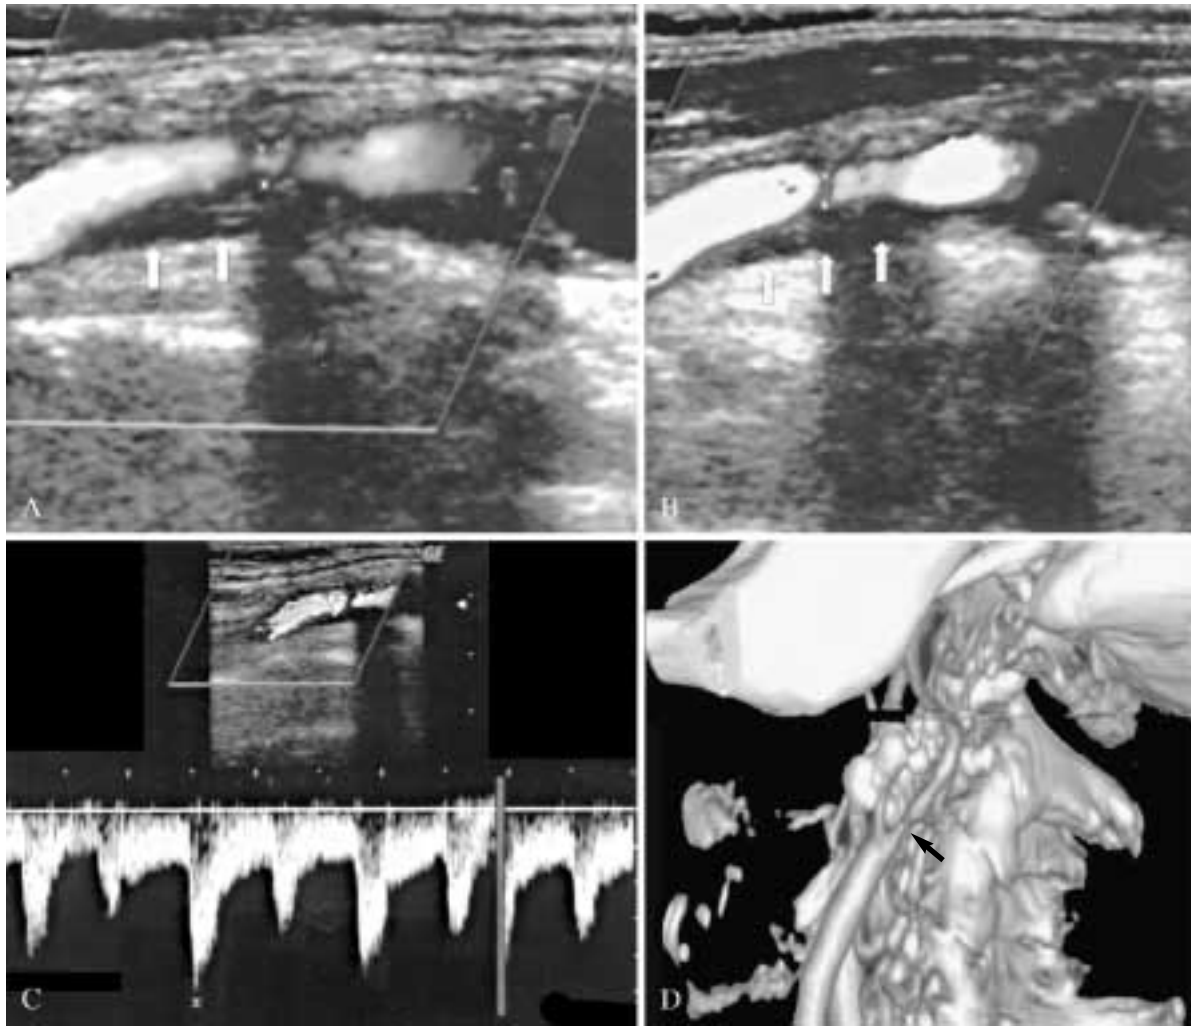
Arteria carotide interna sinistra con stenosi di circa il 65% dimostrata ecograficamente e confermata all'angio-TC. La scansione sagittale con color Doppler e power Doppler (A, B - codice cromatico rappresentato in bianco brillante) mostra una placca (freccie) che determina stenosi stimata in circa il 65%; il tracciato Doppler in corrispondenza della stenosi (C) mostra velocità di picco sistolico di circa 130 cm/s. L'angio-TC (D), con riformattazioni volume rendering conferma il dato ecografico (freccia). *Stenotic left internal carotid artery with an occlusion of almost 65% shown on sonography and confirmed on CT angiography. The longitudinal scan on colour and power Doppler (A,B - brilliant white colour code) shows a degree of occlusion of about 65% (arrows); the maximum systolic peak velocity measured on the Doppler spectrum at the stenotic point (C) is not far from 130 cm/sec. CT angiography (D) on volume rendering reformatted images confirms the sonographic data (arrow).*
